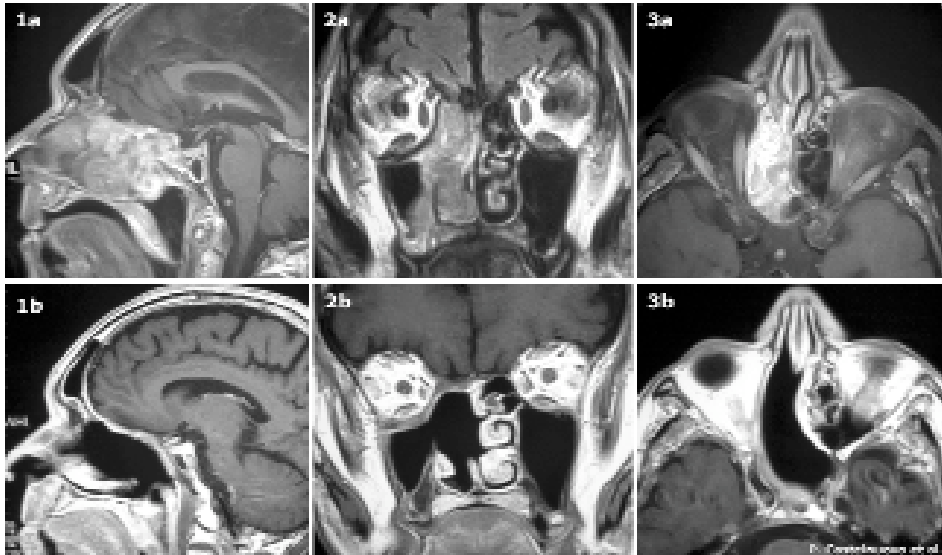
1a-2a-3a: immagini RM con gadolinio in proiezione sagittale, coronale ed assiale di paziente affetto da adenocarcinoma NAS sinonasale T1-N0-M0. La neoplasia occupa le cellette etmoidali inferiori e superiori del complesso rinoetmoidali a destra senza una evidente estensione intracranica ed endoorbitaria. La figura 3a è una acquisizione RM Fat-sat che sopprime l'iperintensità del grasso endoorbitario permettendo di delimitare con precisione i limiti del tessuto neoplastico. 1a-2b-3b: immagini postoperatorie RM a 16 mesi dalla chirurgia in proiezione sagittale, coronale ed assiale in paziente sottoposto ad asportazione della suddetta neoplasia con tecnica centripetal multilayer
